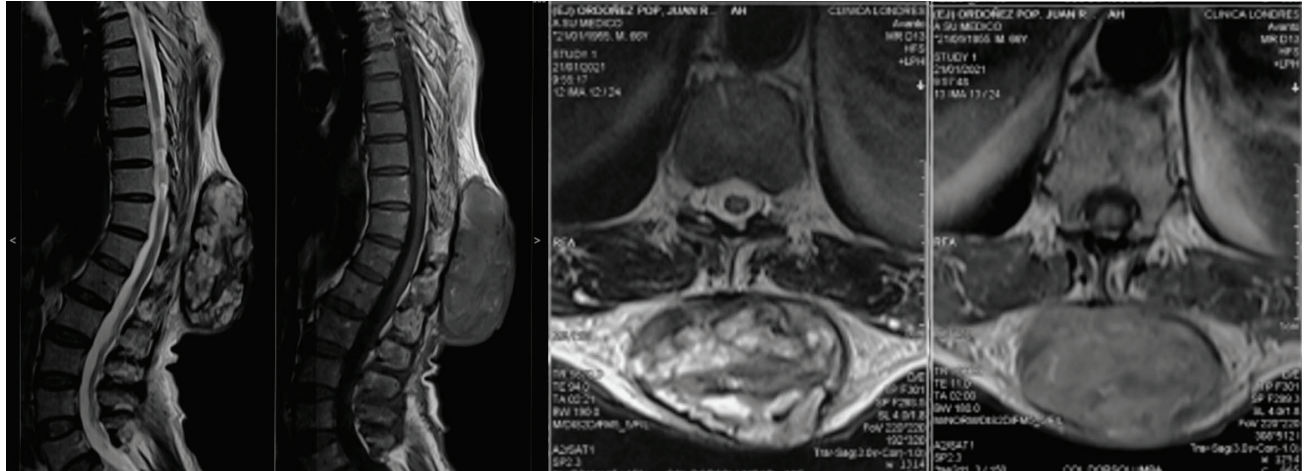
Resonancia magnética de columna dorsal
